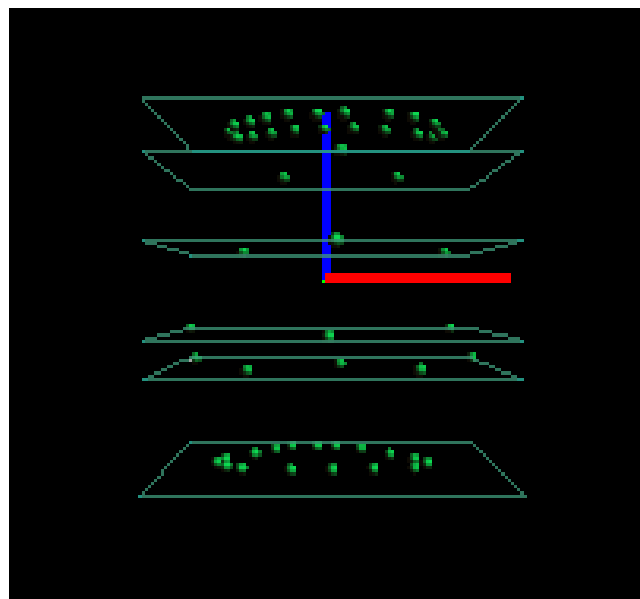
Darstellung der eingezeichneten Landmarken eines CT-Datensatzes in den jeweiligen Schichten, wobei der Schwerpunkt der obersten und untersten Schicht des Zielvolumens als jeweils eine Landmarke definiert ist, während dazwischen einzelne markante anatomische Punkte in reproduzierbaren Ebenen als Landmarken dienen.
